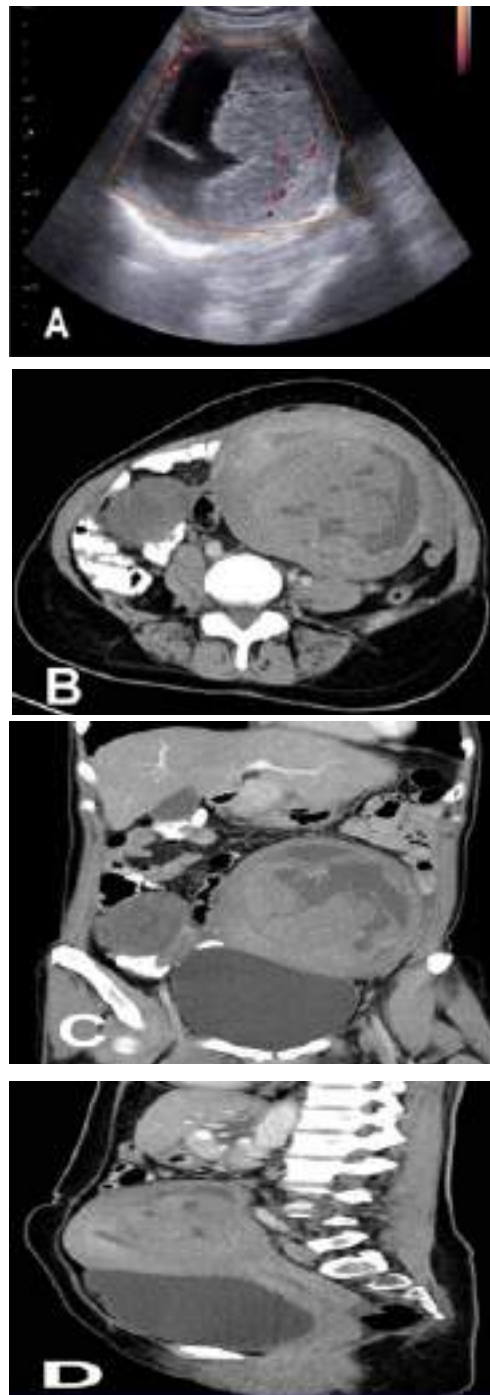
A. Ecografía transvaginal Doppler. B. TC Axial abdominopélvico con doble contraste. C. TC coronal abdominopélvico con doble contraste. D. TC sagital abdominopélvico con doble contraste
